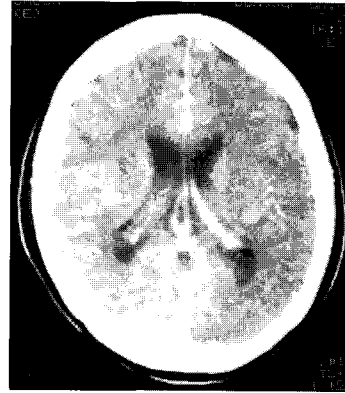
Brain CT Enhancement
